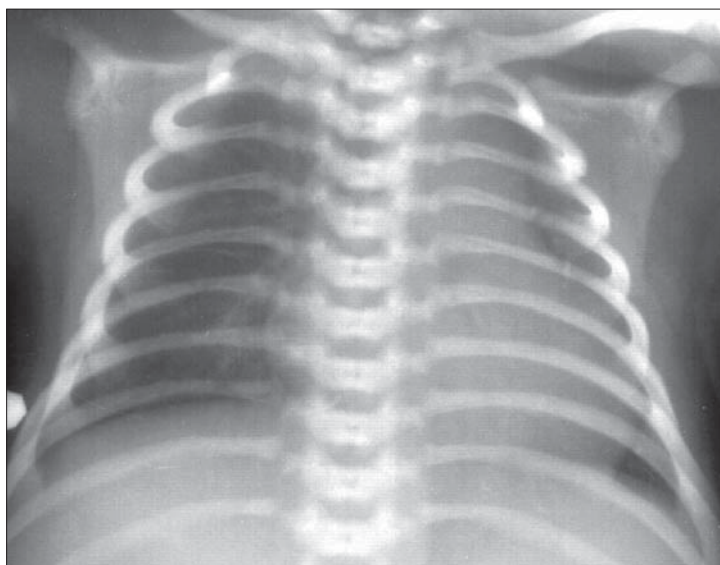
Radiografie toracică AP. Scizura orizontală dreaptă.
